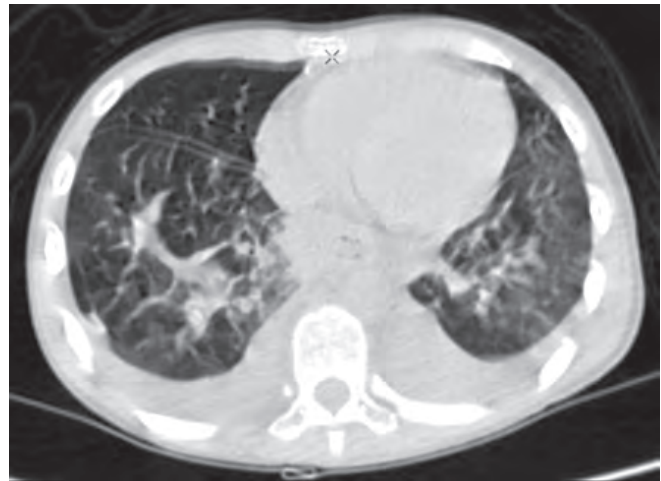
КТ органов грудной клетки больного 24 ч спустя. Двусторонняя полисегментарная интерстициальная пневмония
